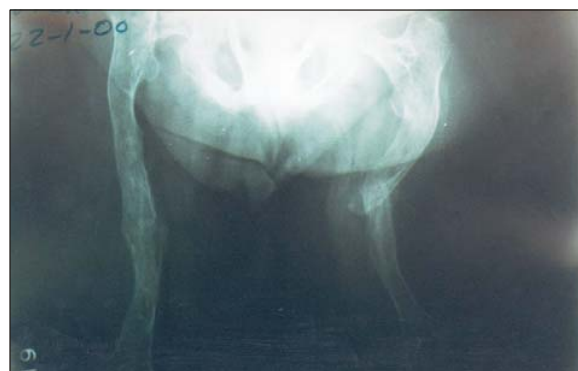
Radiografía de pelvis y muslo:
